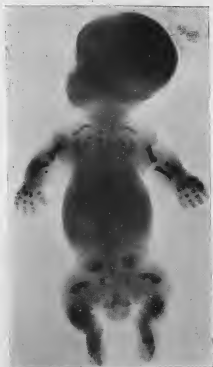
Radiographie du fœtus représenté sur la figure précédente.
